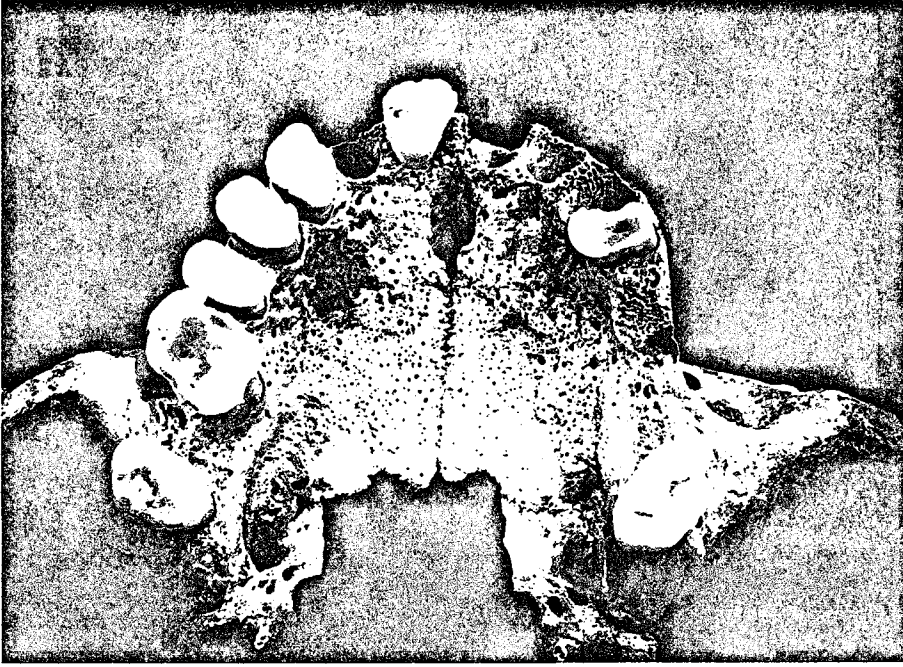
İTK'89 53/9 Nolu Bireyde Gözlenen Çürük ve Periyodontal Hastalıklar
